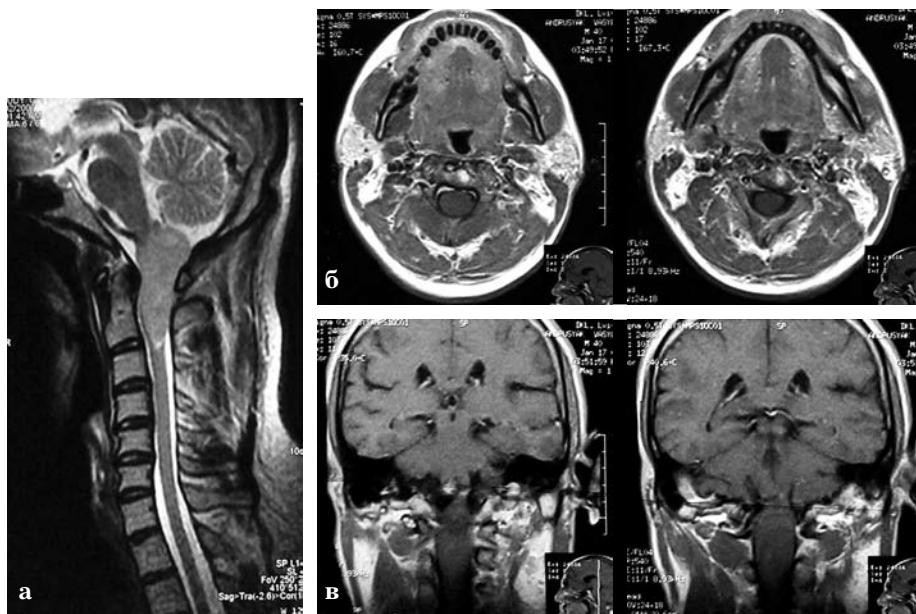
МРТ. Інtramедуллярна пухлина з екзофітним ростом. а — сагітальний згід; Т-2 режим; б — аксіальний згід; Т-1 режим; в — фронтальний згід; Т-1 режим.
